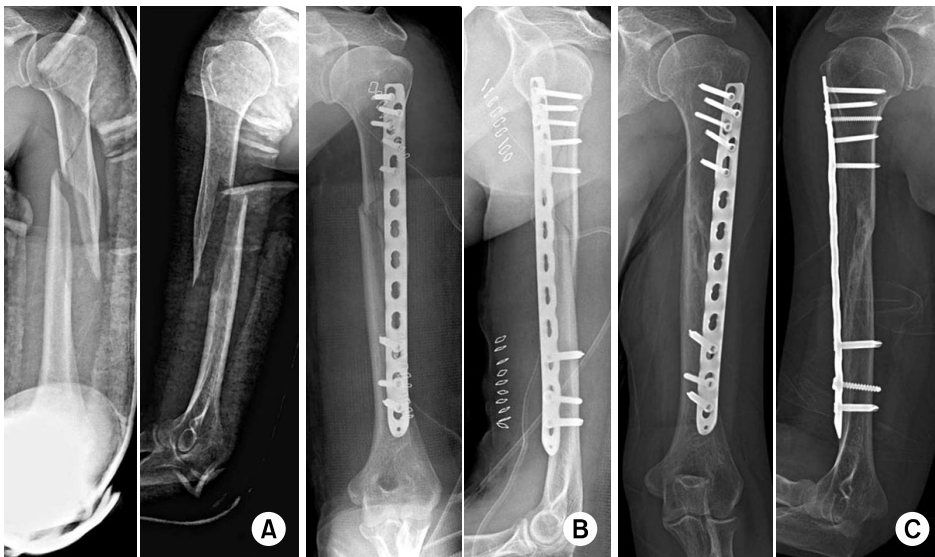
(A) Case of proximal humeral shaft fracture of a 44-year-old woman. Preoperative radiographs show proximal humeral shaft fracture with a butterfly fragment. (B) Minimally invasive plate osteosynthesis using 3.5/5.0 locking compression plate was performed. The short proximal fragment was fixed with five 3.5 mm screws. (C) Last follow-up radiographs show solid bony union without screw loosening.
